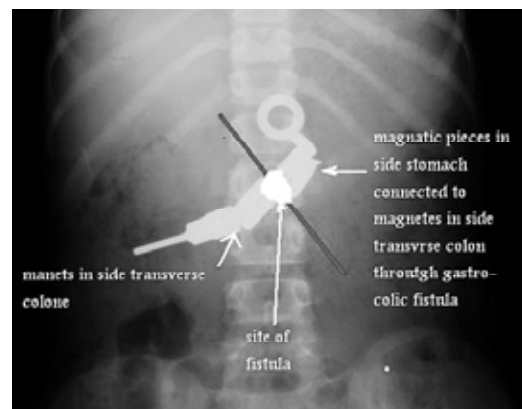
Demonstration on the X-ray the site of gastro-colic fistula, with pressure necrosis of stomach wall and transverse colon wall by severe magnets traction.
